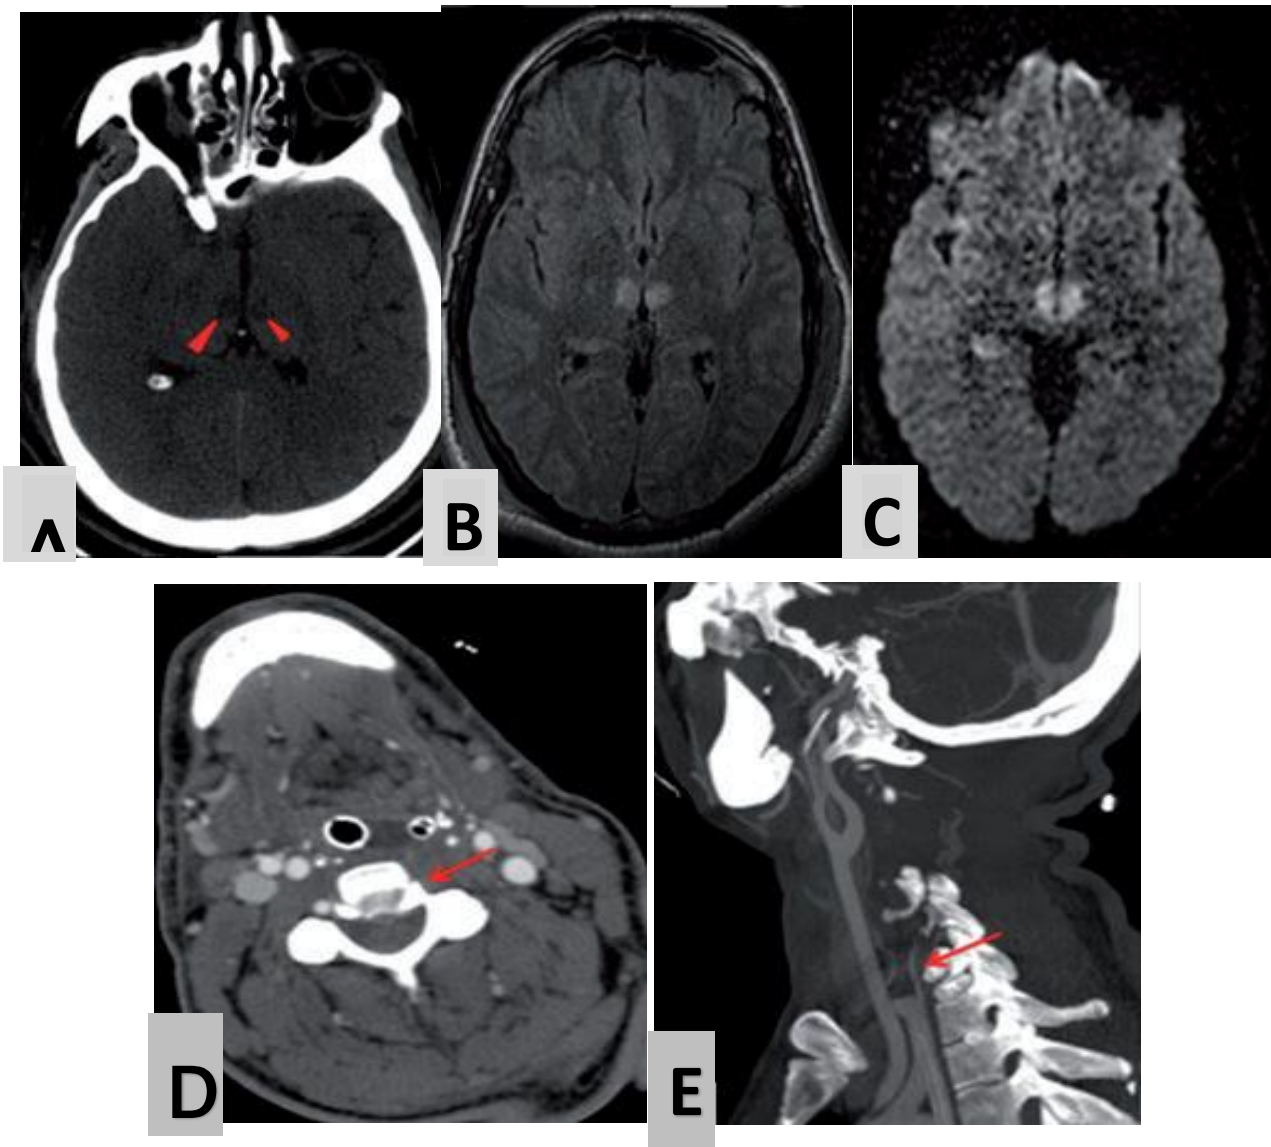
TDM sans contraste (A) montrant des hypodensités bithalamiques ischémiques confirmées sur la séquence FLAIR (B) et Diffusion (C) en rapport avec une occlusion de l'artère de Percheron sur dissection de l'artère vertébrale gauche (D et E).
